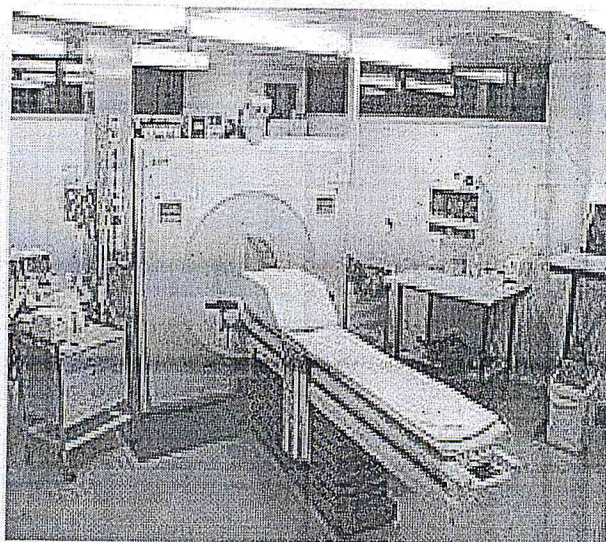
Appareil de Tomographie par émission de Positrons
